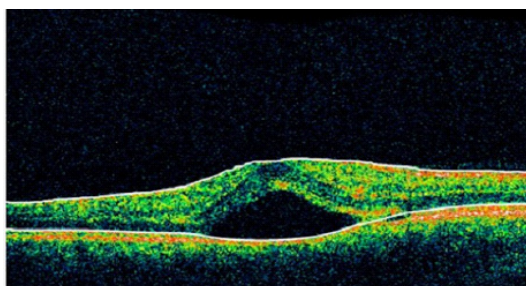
Оптическая когерентная томограмма пациента Р. (15.10.2012): визуализируется серозная отслойка нейросенсорного слоя сетчатки в макулярной области с максимальной толщиной сетчатки 534 мкм, диаметром зоны отслойки 1500 мкм и высотой отслойки 400 мкм
